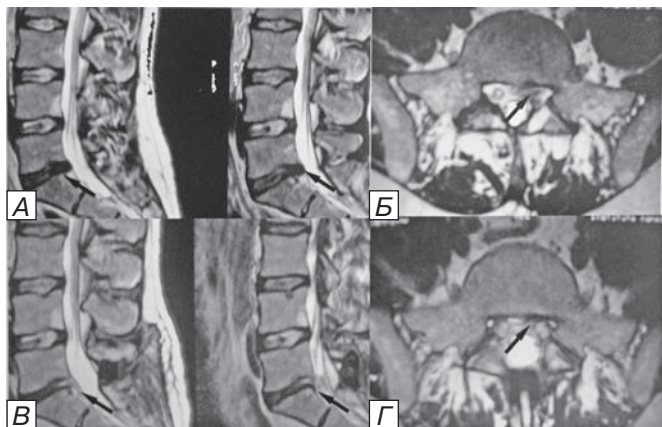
Lumbar MRI before (A and B) and in 2 years after operation (C and D). A) sagittal view, T2. Arrow shows the L5-S1 intervertebral hernia. The adjacent intervertebral disk contains the sufficient amount of liquid without compression of neural structures and doesn't lead to the narrowing of vertebral canal. B) axial view, T2. The hernial L5-S1 sequester with compression of left S1 root (arrow). C) sagittal view, T2, in 2 years after operation. There is no L5-S1 intervertebral hernia (arrow), implant "DIAM" is seen in L5-S1 interspinous space. The adjacent intervertebral disk is without changes as well as contains the sufficient amount of liquid without compression of neural structures and doesn't lead to the narrowing of vertebral canal. D) axial view, T2.. There is no L5-S1 intervertebral hernia with the absence of compression of left S1 root (arrow). The implant "DIAM" is seen in L5-S1 interspinous space.
